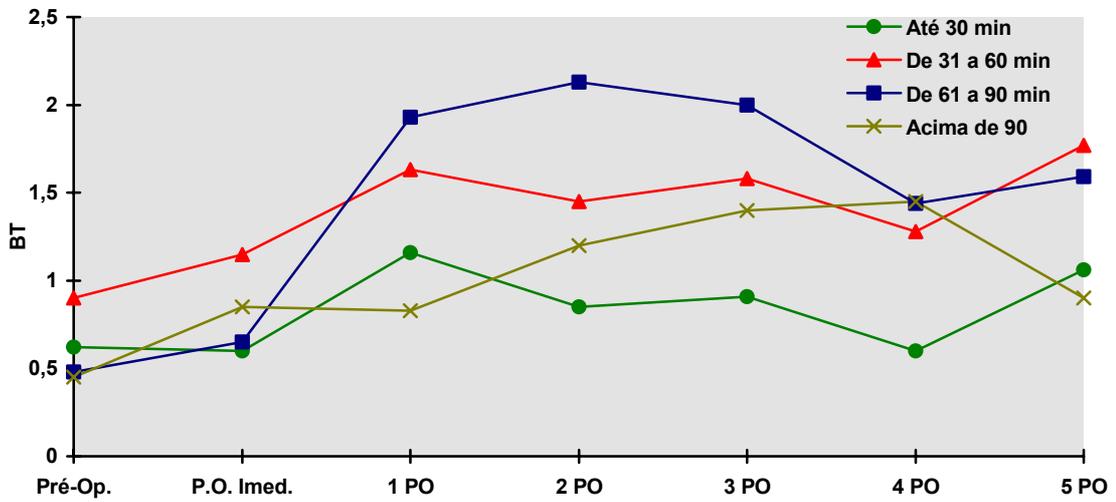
Médias de BT nos exames no pré e pós operatório, em relação ao tempo de *clampeamento*
